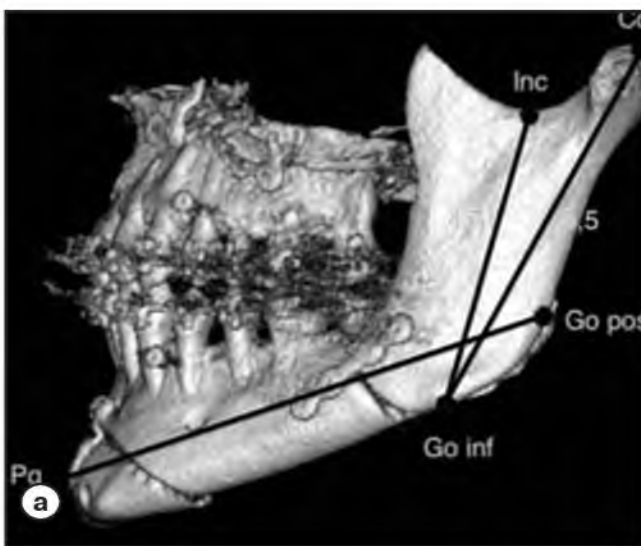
Пациентка П., 21 г. Состояние после остеотомии верхней челюсти по типу Ле Фор I, межкортикальной остеотомии нижней челюсти, остеотомии подбородочного отдела, риносептопластики. Компьютерная томография.
